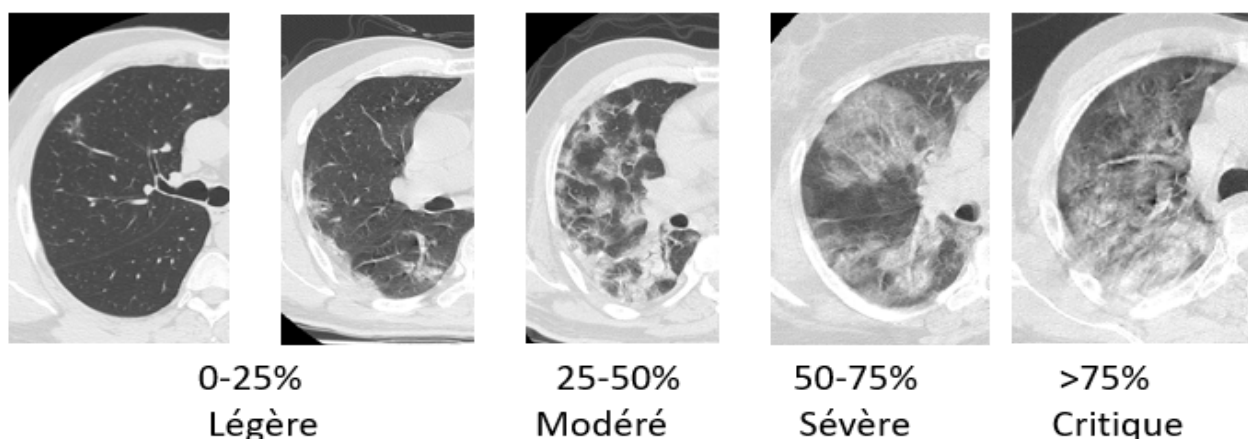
TDM thoracique démontrant l'étendue des lésions de la Covid-19
